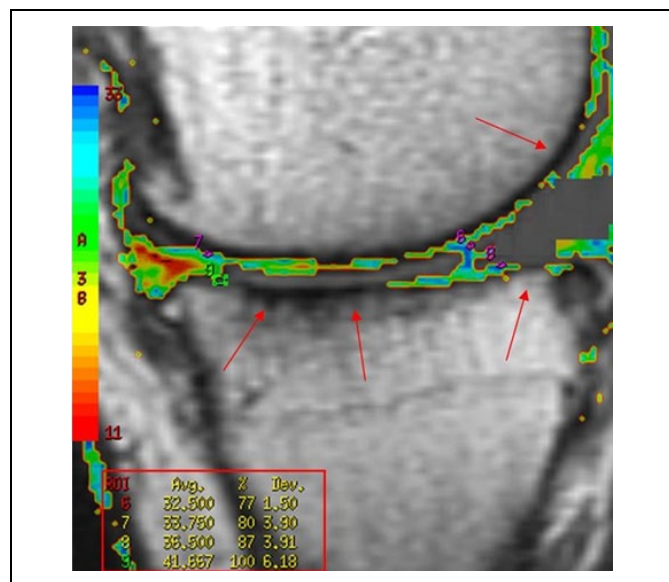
МРТ. Методика dGEMRIC.
